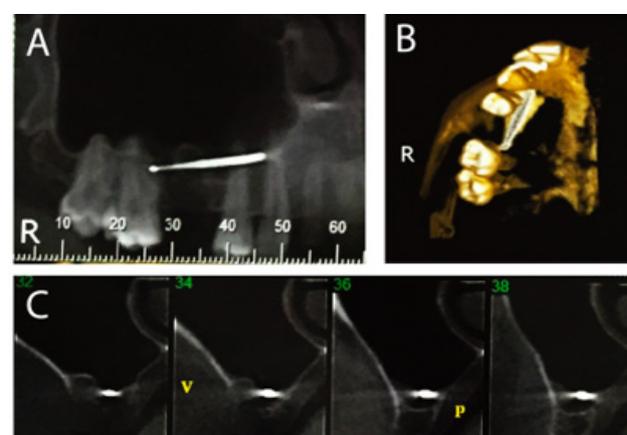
Tomografia computadorizada por feixes cônicos: A, corte panorâmico de seio maxilar direito; B, vista oclusal em reconstrução tridimensional; e C, corte parasagital evidenciando a íntima relação do fragmento com o assoalho do seio.
